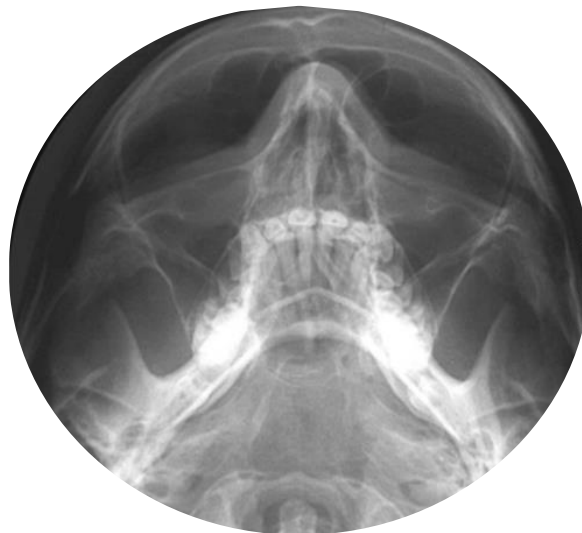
Radiographie incidence de Gosserez
